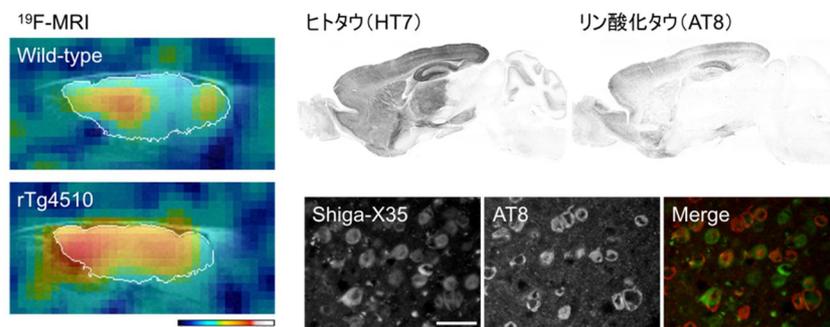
Shiga-Y35 を用いた ¹⁹F-MRI によるタウイメージング
